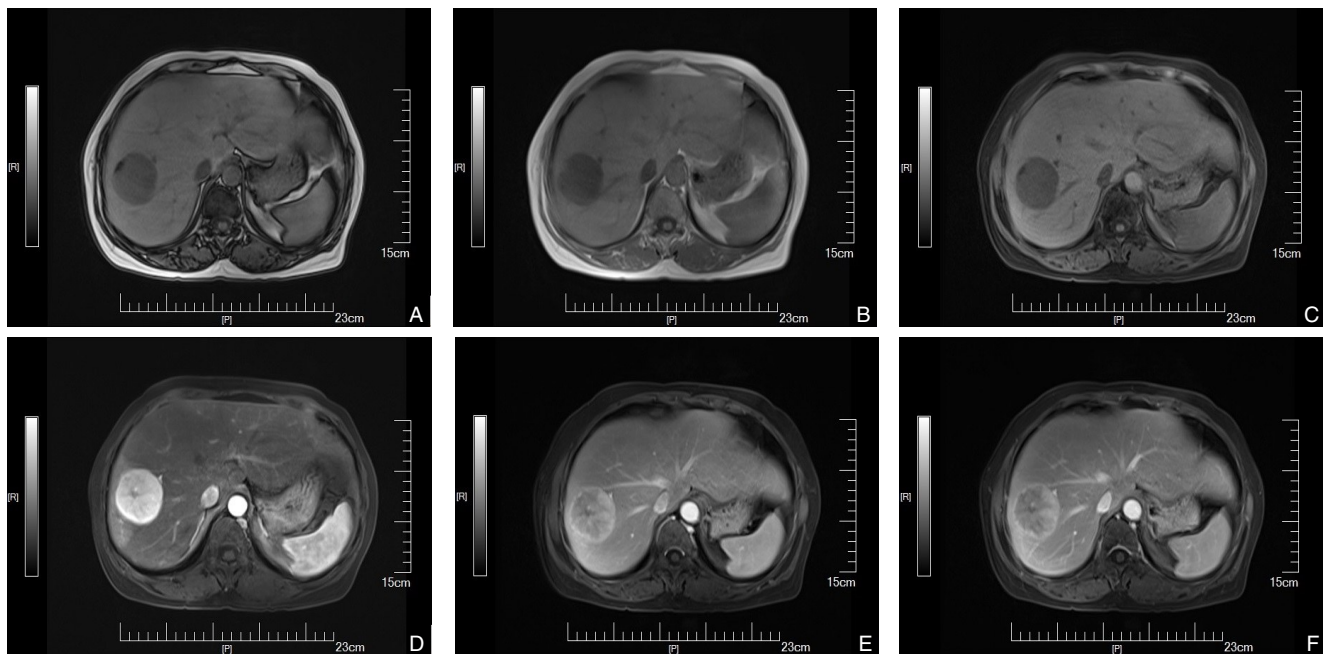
单发肝脏PEComa的MRI影像 A-B: 同反相位序列; C: 平扫期; D: 动脉期; E: 门脉期; F: 延迟期
